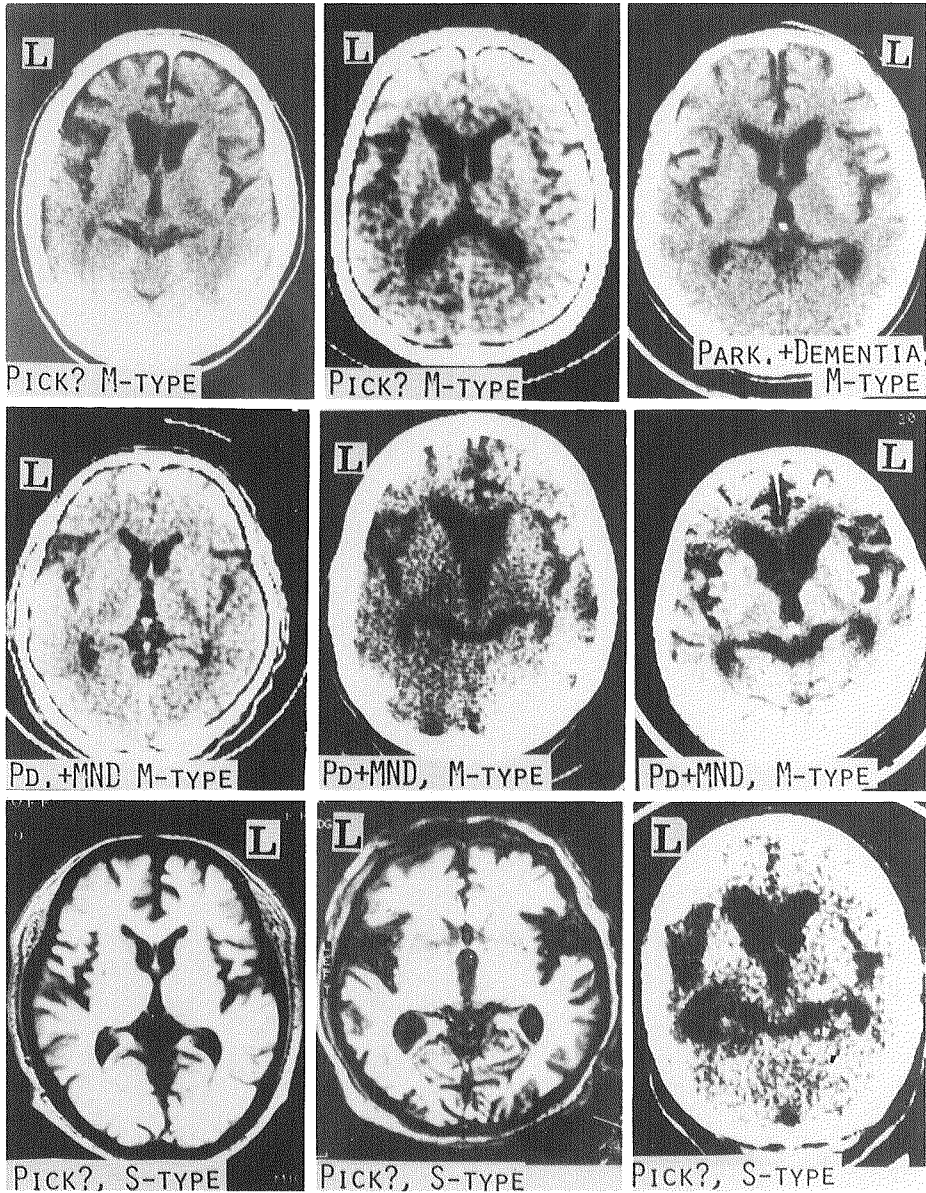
進行性失語がみられた初老期痴呆のCT所見(9例)
